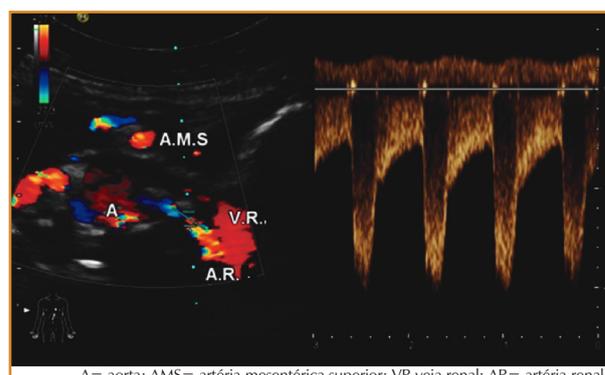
Doppler de artérias renais (estenose de artéria renal esquerda figura ilustrativa).
